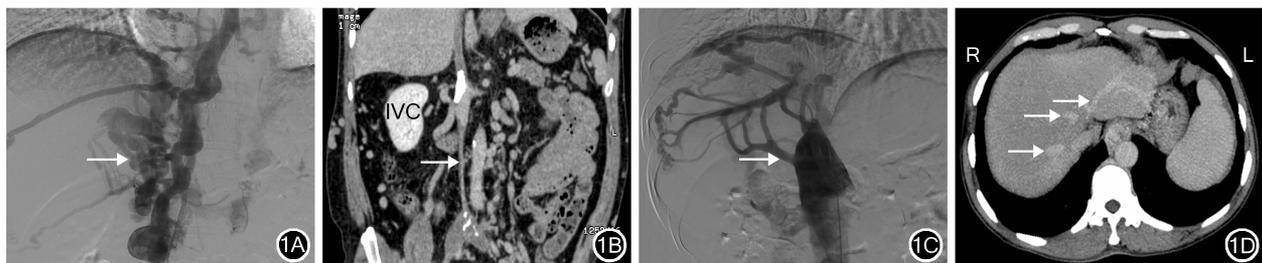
下腔静脉和肝静脉球囊扩张成形术治疗失败患者的影像学检查特征 1A: DSA 检查显示下腔静脉闭塞段周围广泛侧支形成(→); 1B: CTA 检查示下腔静脉全程狭窄(→)闭塞并局部钙化,下腔静脉球囊扩张成形术无法实施 IVC: 下腔静脉; 1C: DSA 检查显示肝内广泛侧支循环形成(→),可充分引流肝脏血液实现代偿; 1D: CTA 检查示 3 支肝静脉(→)近心端节段性闭塞,介入术中难以寻找肝静脉开口
